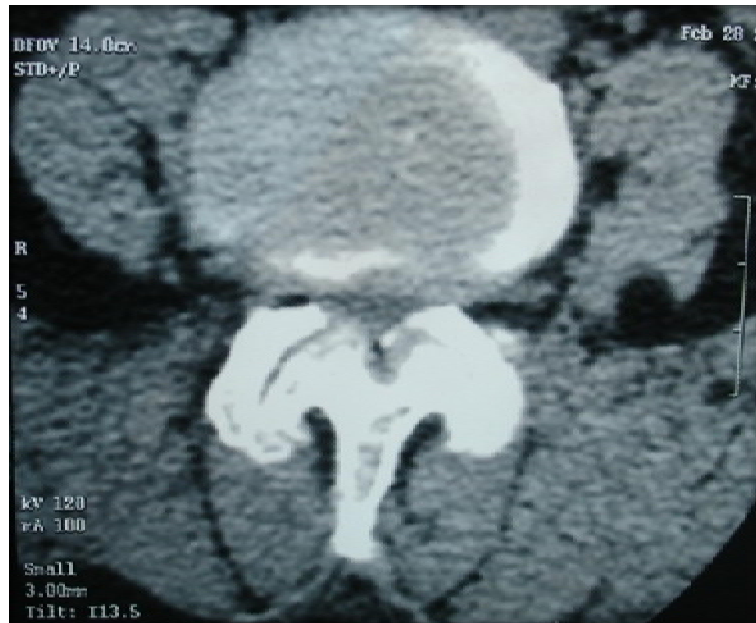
Coupe axiale d'une TDM lombaire en fenêtre parenchymateuse, montrant l'aspect d'une arthrose interapophysaire postérieure avec protrusion discale.
